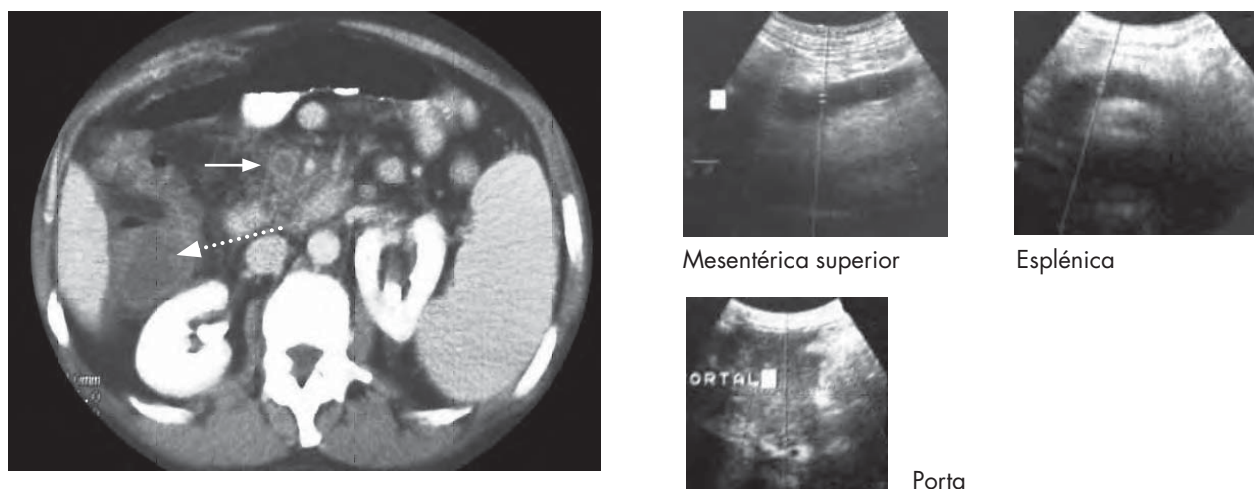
/8. Trombosis venosa difusa abdominal. En la TAC se observa la trombosis de la vena mesentérica superior (—▶) y el engrosamiento difuso de las asas intestinales (.....▶). En las ecografías se observa la trombosis de las venas mesentérica superior, esplénica, y una cavernomatosis de la porta.
